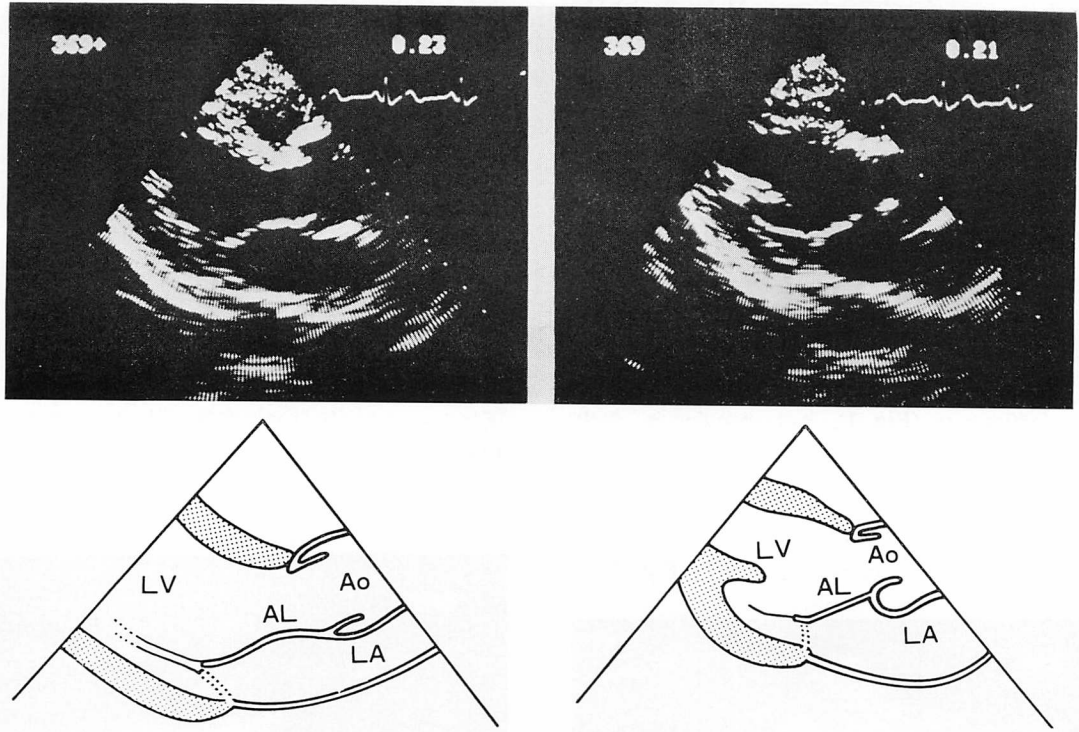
Long axis cross-sectional echocardiograms of a normal mitral valve in the closed position.
